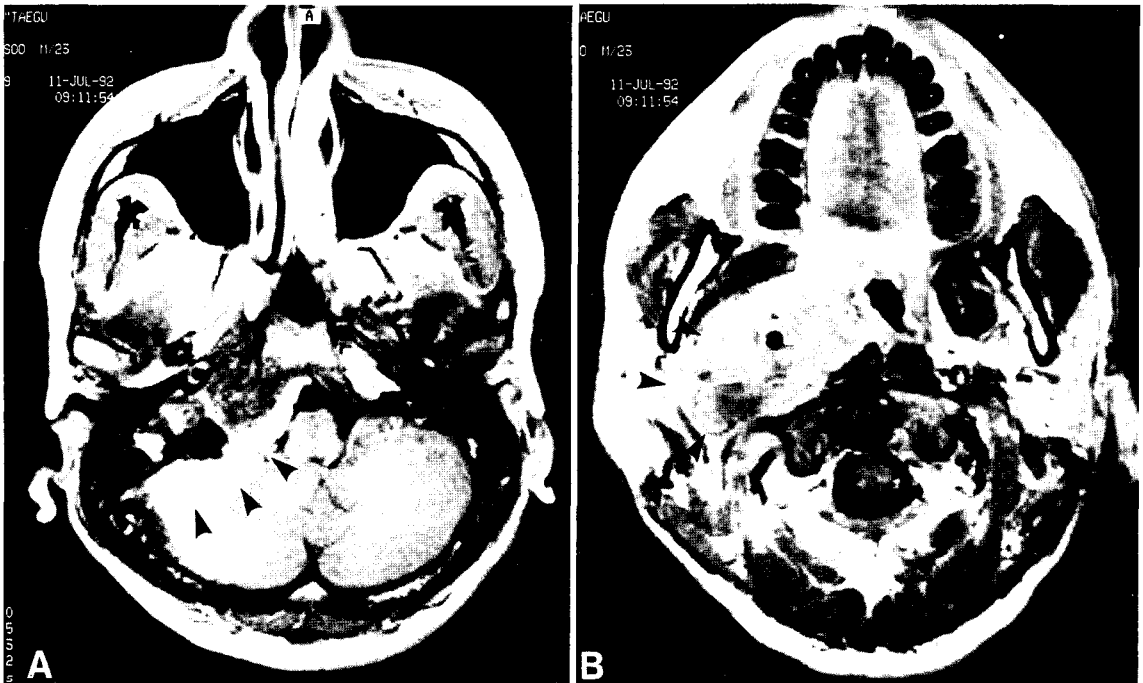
A. On MRI(T1WI with Gd enhancement) study, highly enhancing mass (arrowheads) is noted in right CPA area and it is extended to internal auditory canal. B. The mass (arrowheads) is downwardly extended to parapharyngeal space through jugular foramen.
